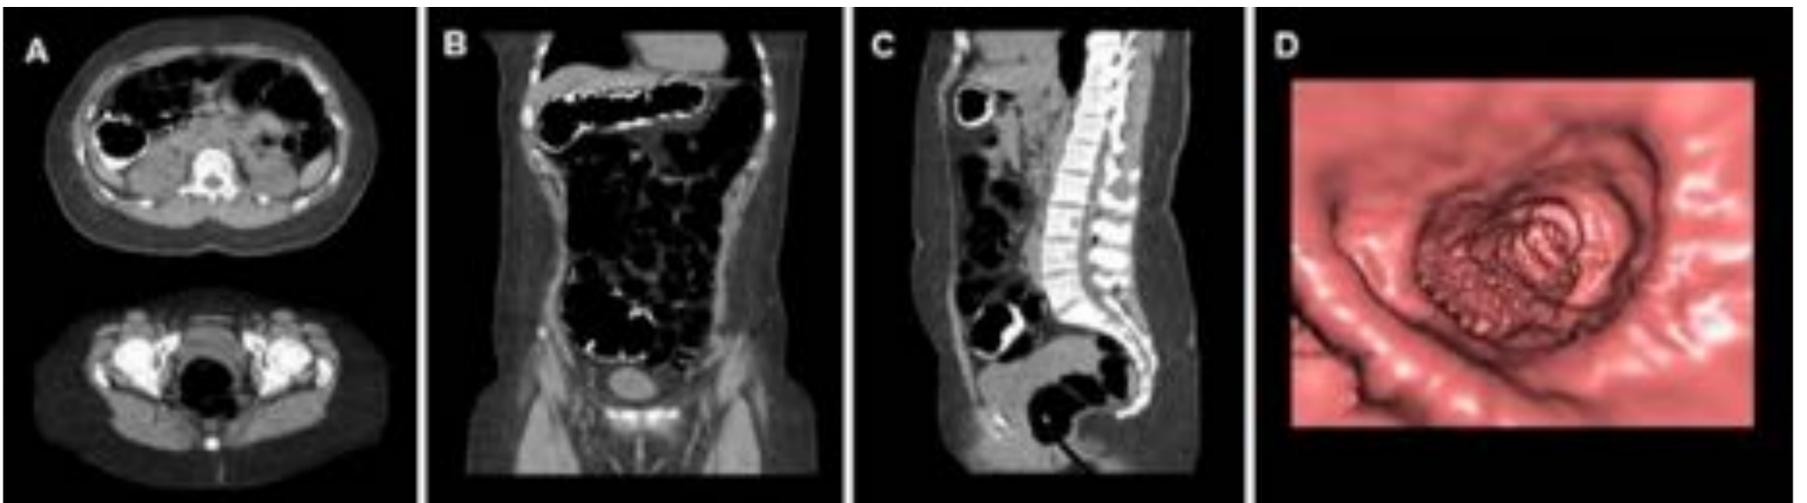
Colonografía-TC. Cortes axiales (A) y reconstrucciones coronal (B), sagital (C) y virtual (D).
